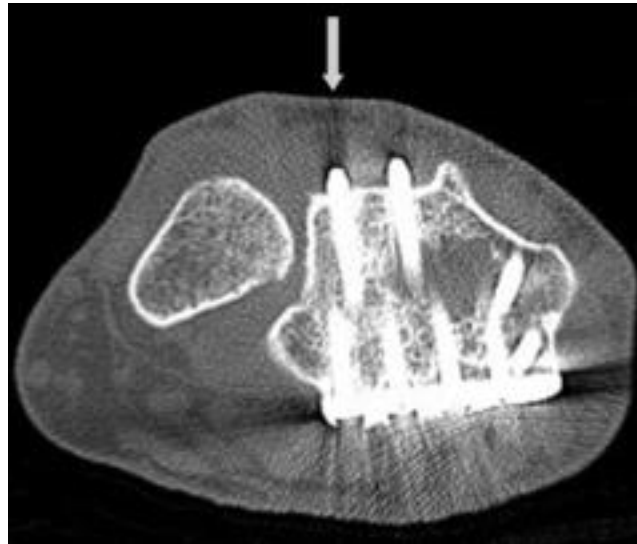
Corte axial de TC que muestra el riesgo de lesión de los extensores debido a la profusión dorsal de los tornillos de la placa volar¹³².
